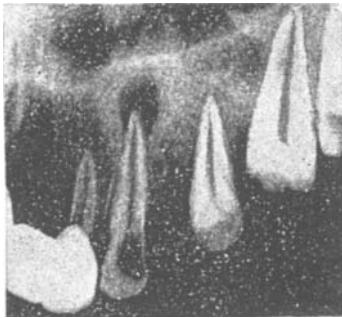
Внутриротовая рентгенограмма 23. Гнойный периодонтит в фазе отграничения. Вокруг корня расширена периодонтальная щель, у его верхушки очаг деструкции овальной формы, большой интенсивности, окруженный широкой зоной остеосклероза. Клинически у больного имеется рубец на слизистой оболочке десны в области 23 на месте бывшего свища.
